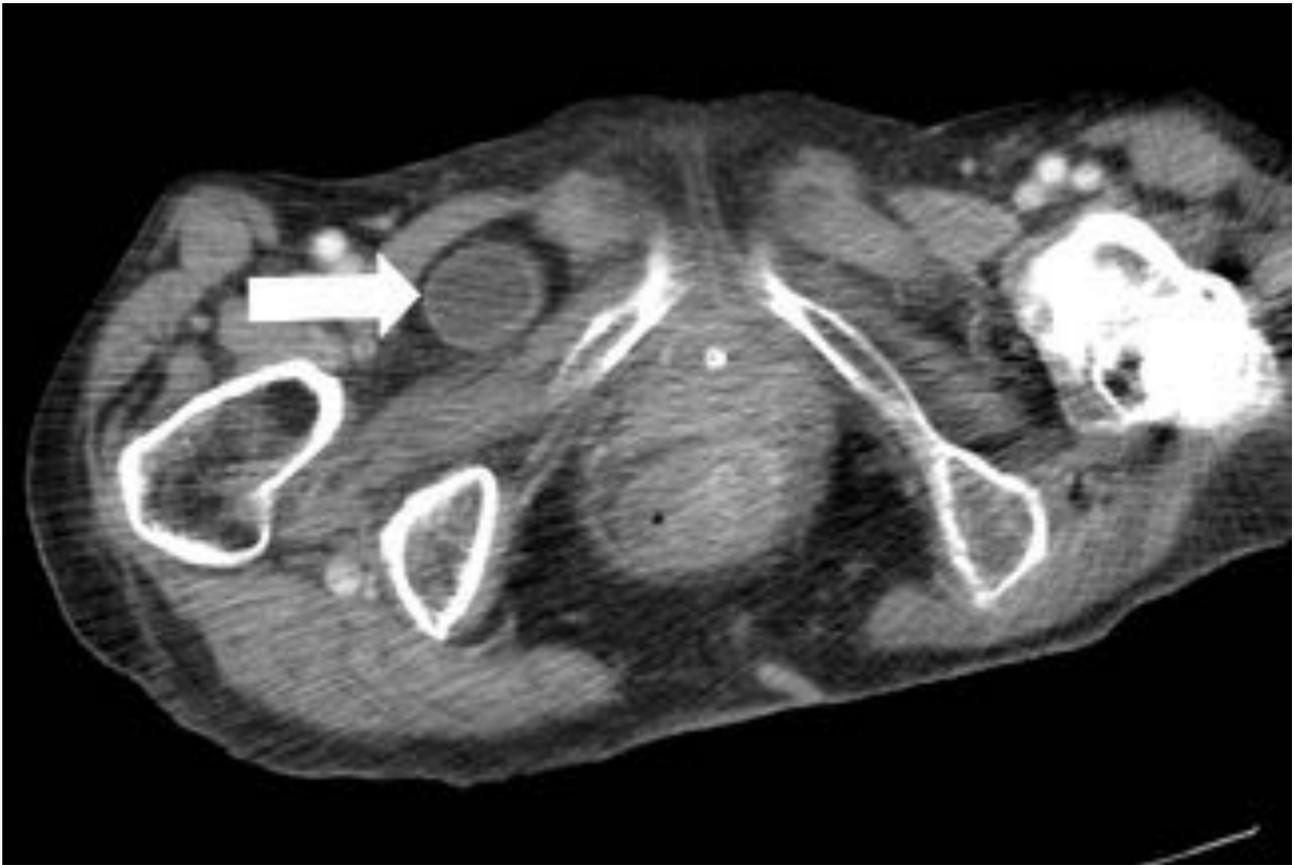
TC con contraste intravenoso. Plano axial. Hernia obturatriz derecha con asa de intestino delgado en su interior (flecha blanca).
